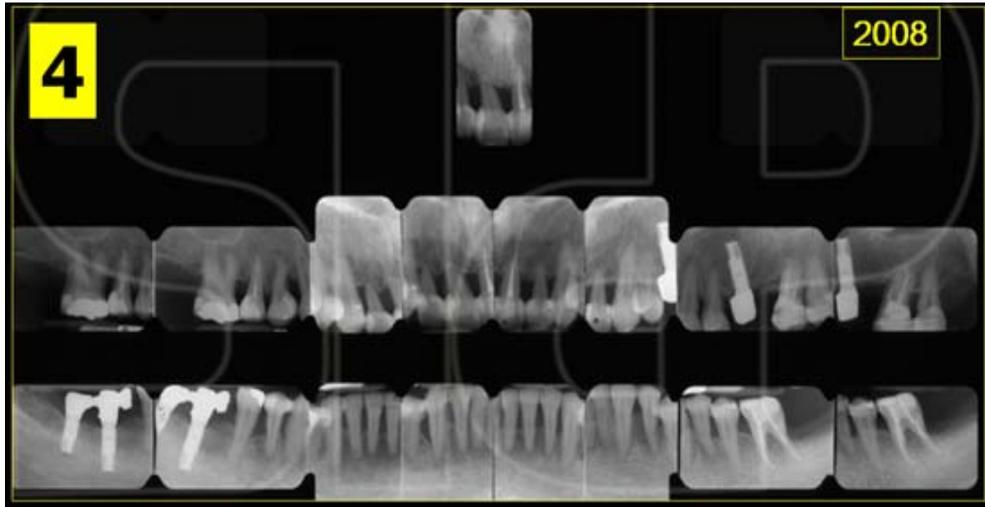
Status radiografico a distanza di 2 anni dalla fine del trattamento ortodontico. Gli impianti in sede 46, 47 e 25 sono stati un sistema di ancoraggio per il movimento ortodontico.
